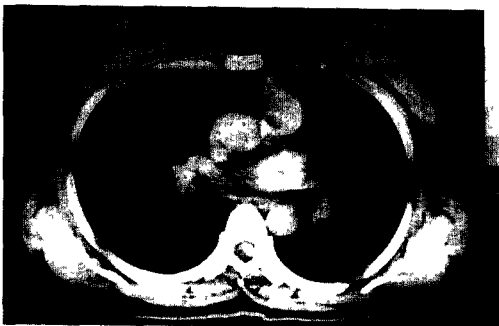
Chest CT scan 3 months after fluconazole treatment, showing more resolution of lymphadenopathy.
